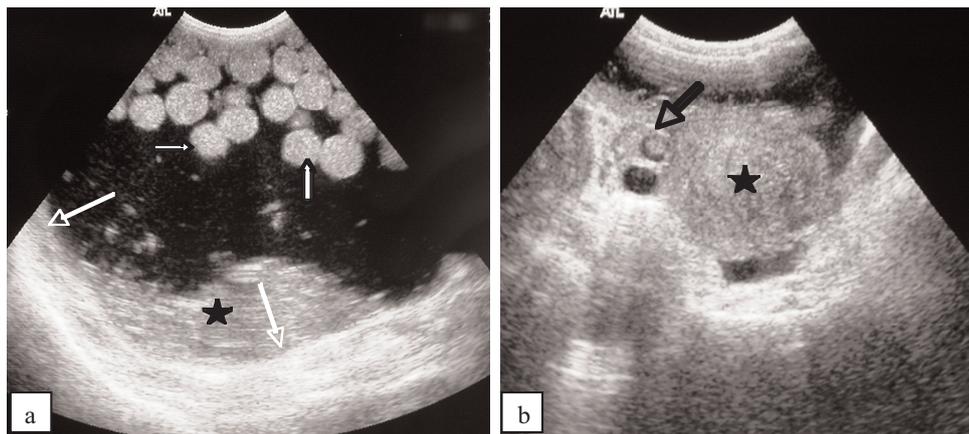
échographie abdominopelvienne
